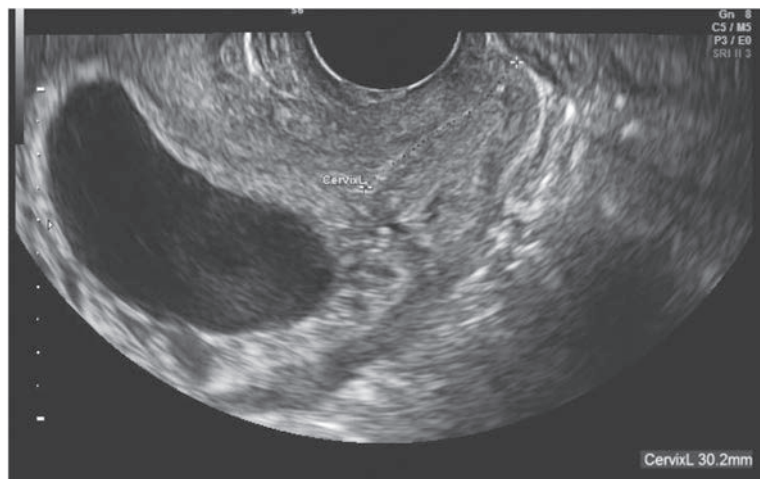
妊娠初期(妊娠11週)の経膣超音波画像。子宮頸管構造は保たれている。
